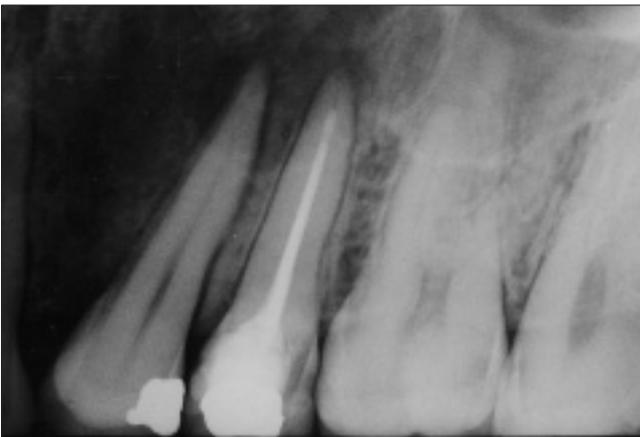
Radiograph showing a new radiolucency at the periapical region of the premolars and separation of roots.
